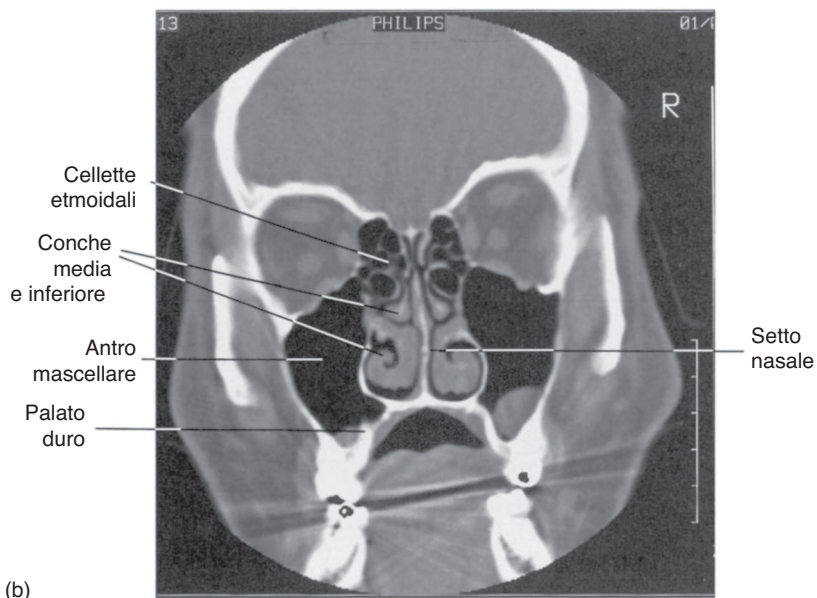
(a) Antro mascellare in sezione coronale. Si osservi il drenaggio limitato di questo antro, rispetto alla sua dimensione, e la sua stretta relazione inferiore con i denti. (b) Corrispondente scansione TC.
